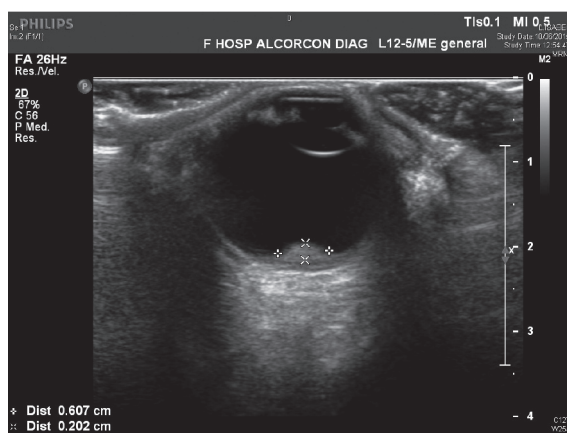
Ecografía de lesión melanocítica periférica.
